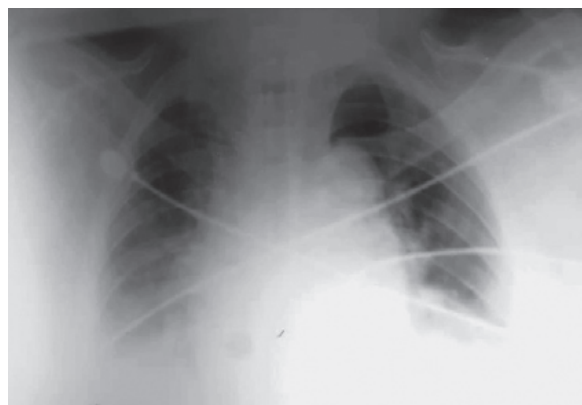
Рентгенография органов грудной клетки на момент поступления
